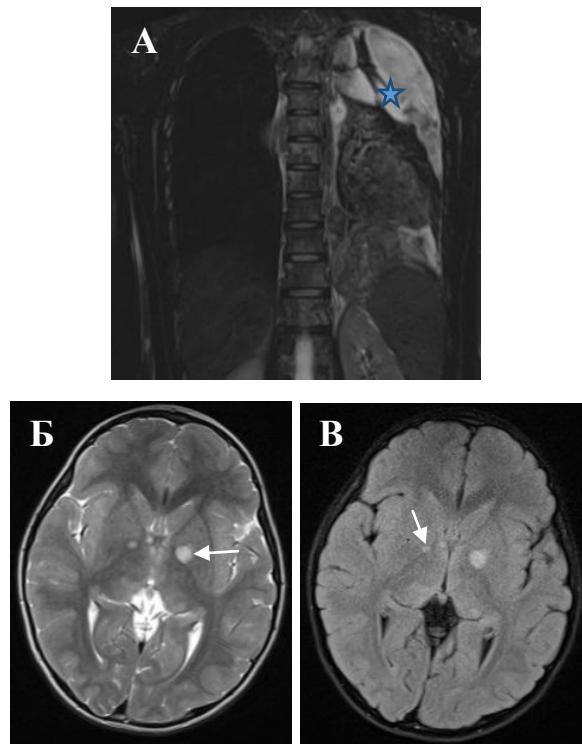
А — Фрагмент МРТ-ВТ в режиме T2 STIR. Диссеминированная ПНЭО. Мальчик 13 лет. В левом гемитораксе определяется многоузловое объемное образование (звездочка). Б, В — МРТ головного мозга в режиме T2 и FLAIR, аксиальная проекция. Нейрофиброматоз 1 типа. Мальчик 5 лет. В области зрительных бугров определяются множественные округлые участки повышенного МР-сигнала (стрелки)
